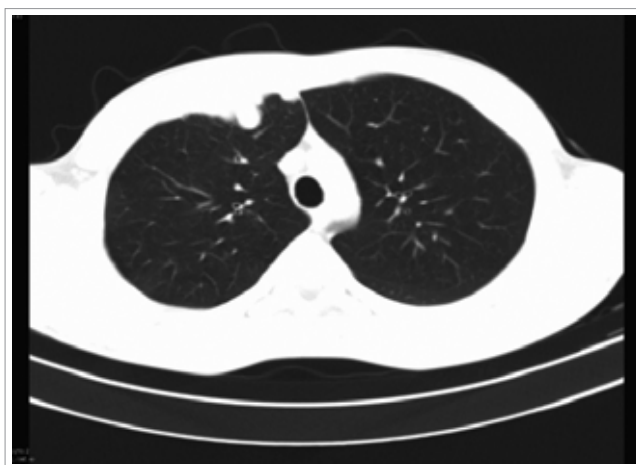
СКТ органов грудной клетки, брюшной полости и малого таза
